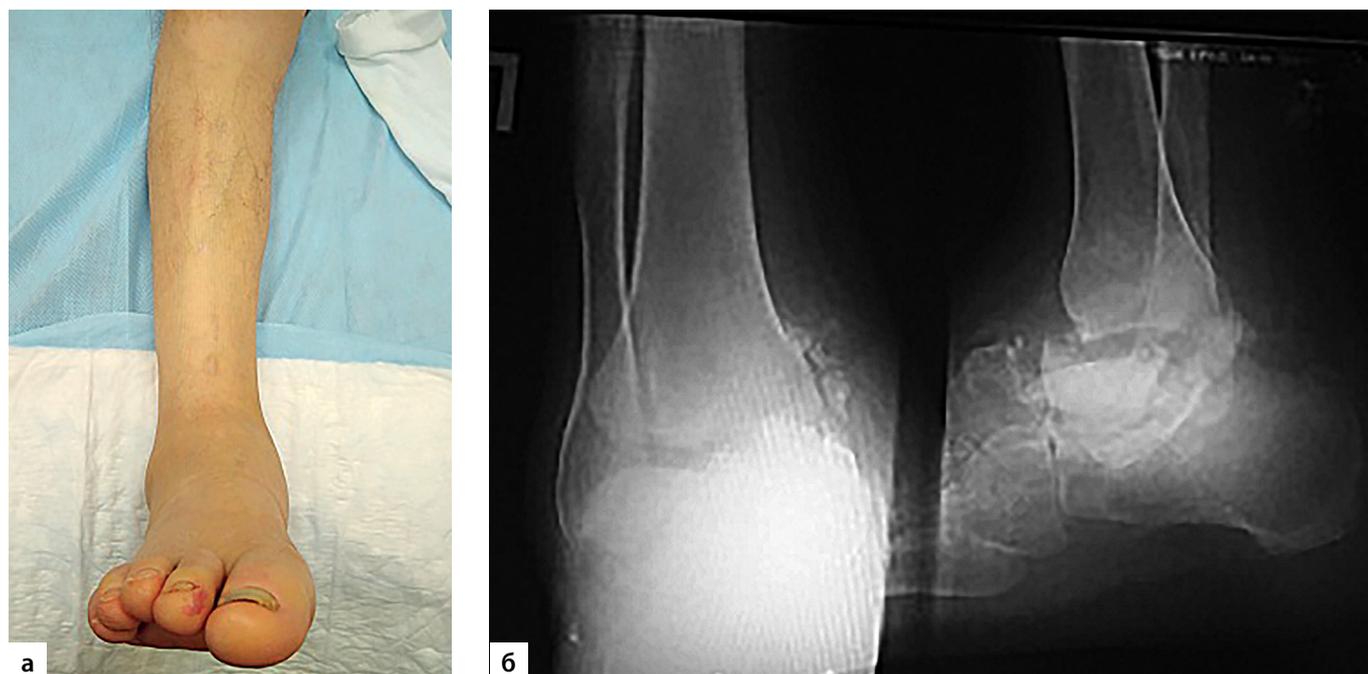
Пациент В., 38 лет. Диагноз: диабетическая нейроостеоартропатия, асептический некроз таранной кости правой стопы: а – вид дистального сегмента конечности через 4 месяца после начала лечения; б – рентгенограмма голеностопного сустава и стопы в прямой и боковой проекции 4 месяца после начала лечения.
